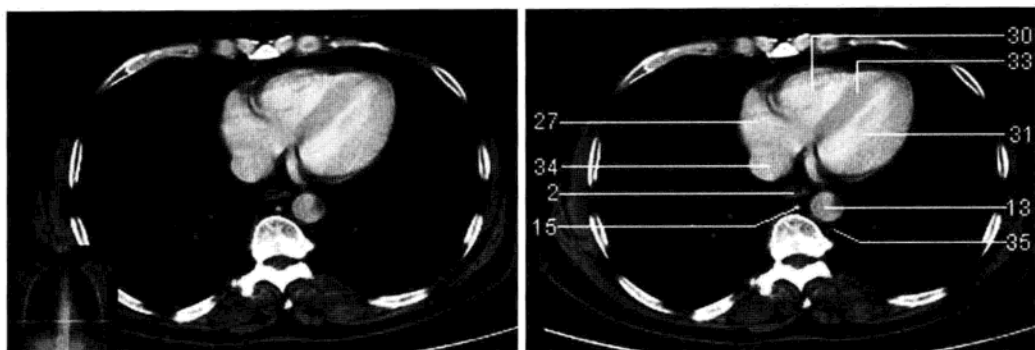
心室中部层面 (增强 CT 图像)
